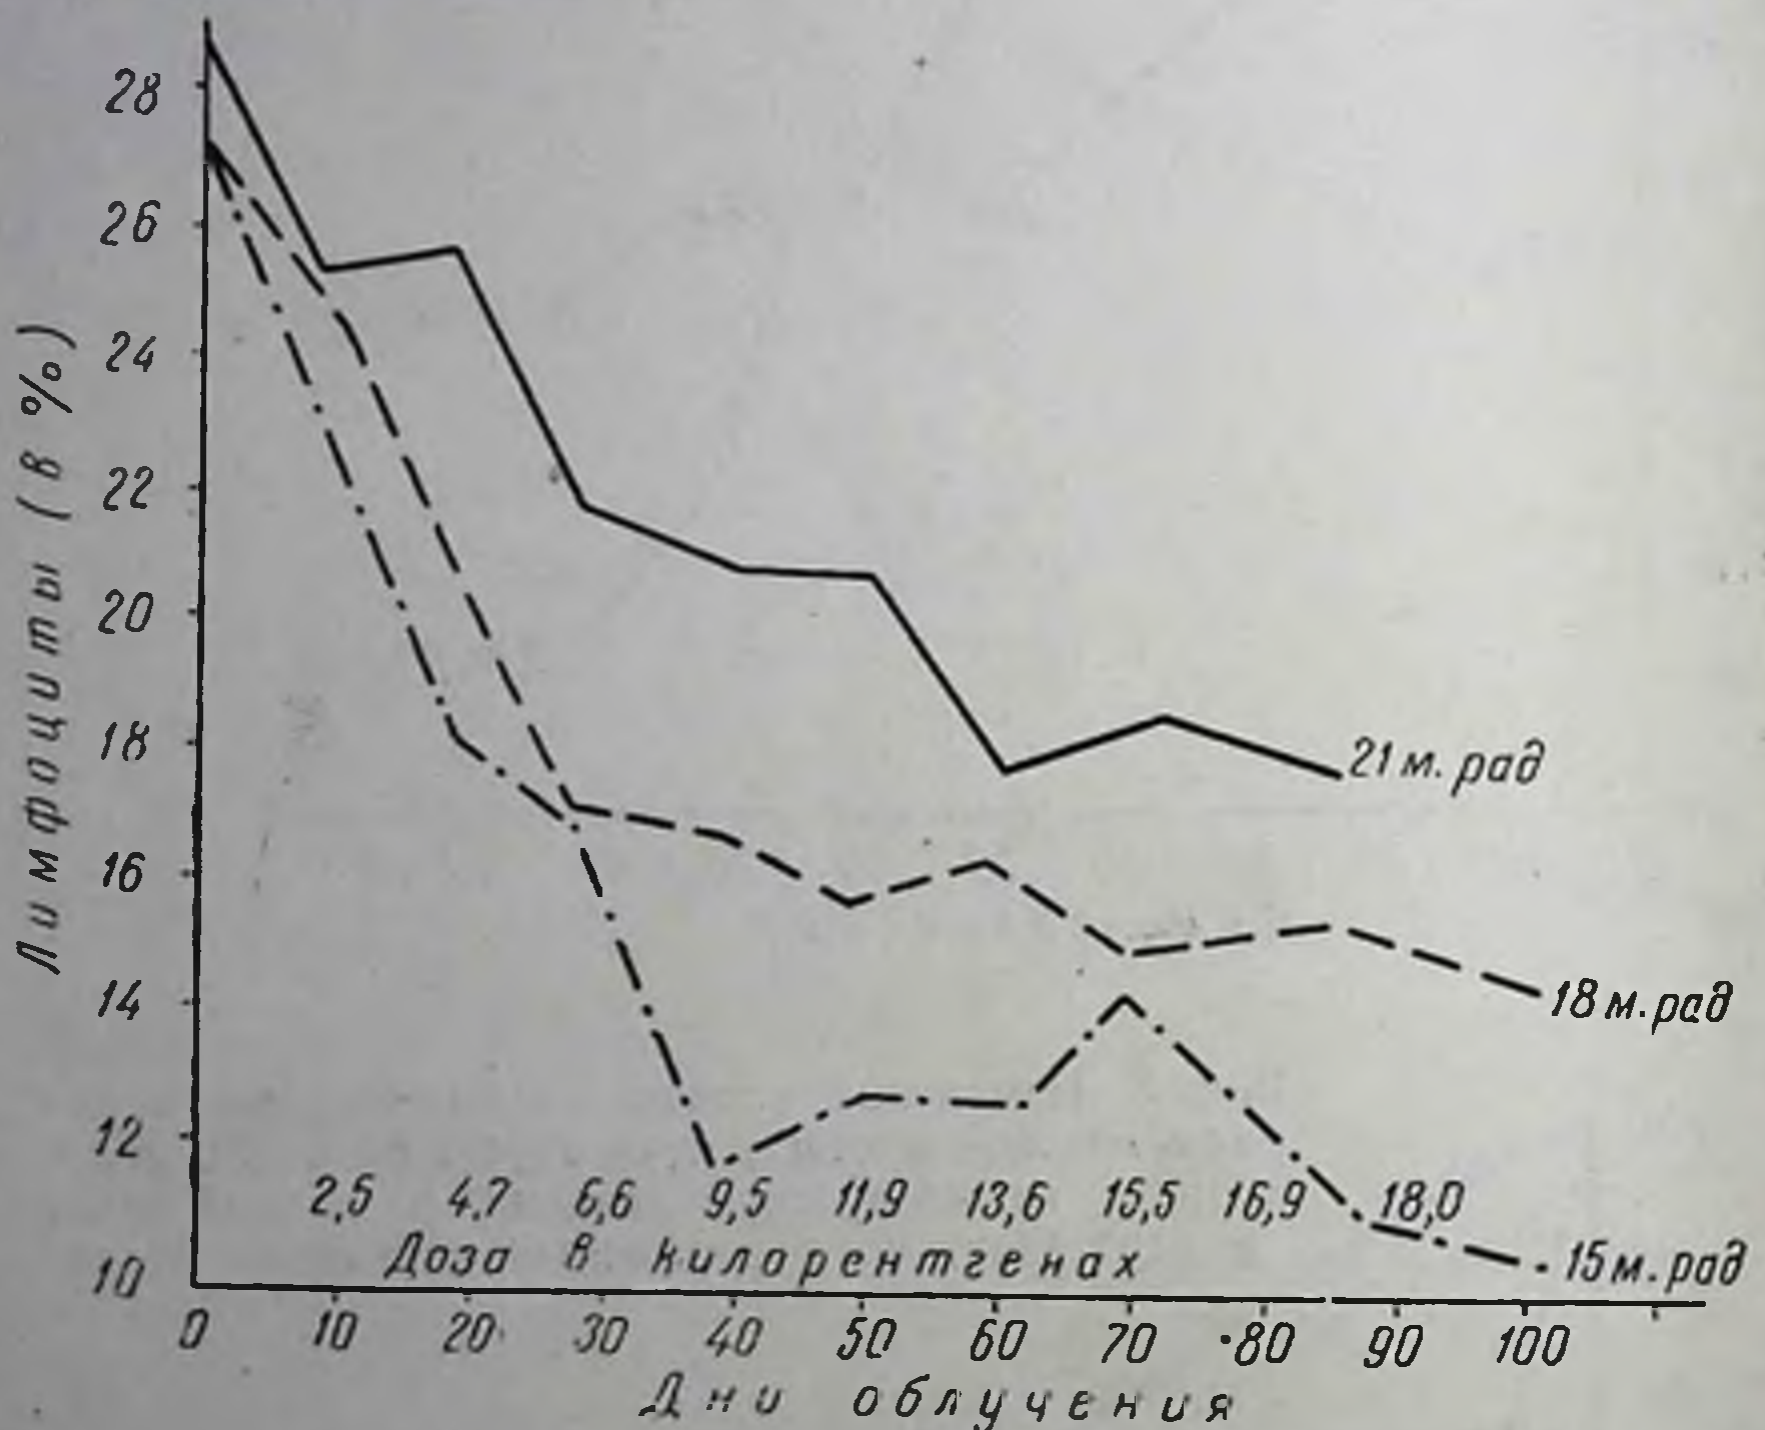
Изменение количества лейкоцитов (в процентах) в периферической крови у трех групп больных, получивших лучевое лечение в равной дозе в рентгенах, но в различных объемных дозах
